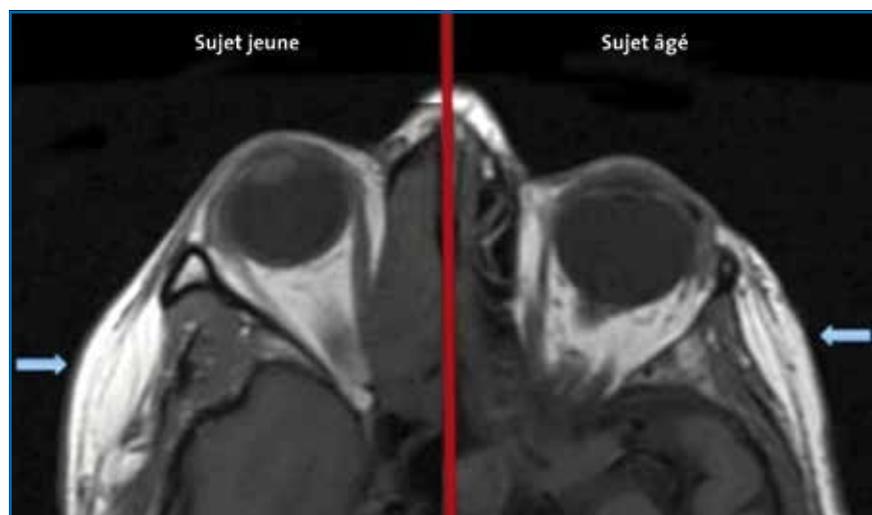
L'IRM de la zone temporale objective la diminution d'épaisseur des parties molles chez le sujet âgé (à droite) par rapport à un sujet jeune (à gauche) (d'après [3]).
